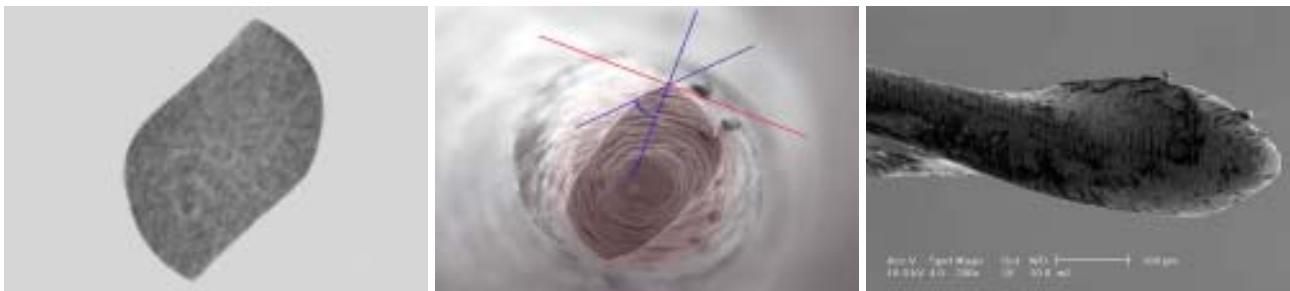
µCT-Querschnittaufnahme M_{two} ISO 25, Konizität .06. – Abb. 3c: REM-Aufnahme einer M_{two}-Feile 25, Konizität .06; die Axialansicht zeigt die beiden Schneidoberfläche mit einem effizienten Spanwinkel (200 x). – Abb. 3d: REM-Aufnahme der nicht schneidenden Spitze eines M_{two}-Instrumentes (200 x).
